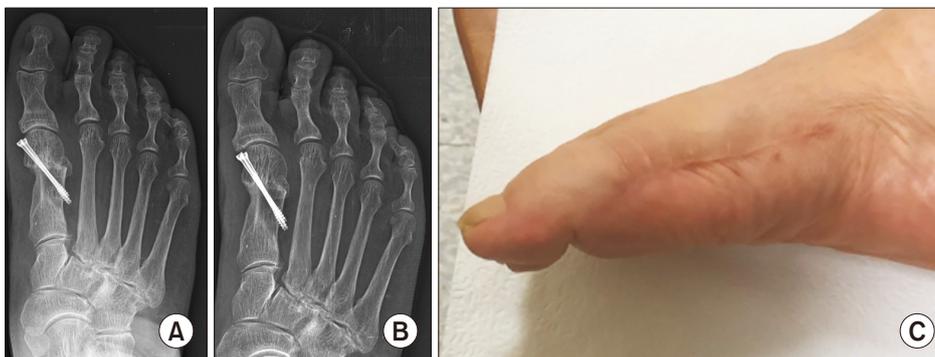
Postoperative radiographs at 3 months (A) and 1 year (B) after the revision show the maintenance of correction. (C) The maximal active plantar flexion of the interphalangeal joint was 25°.
